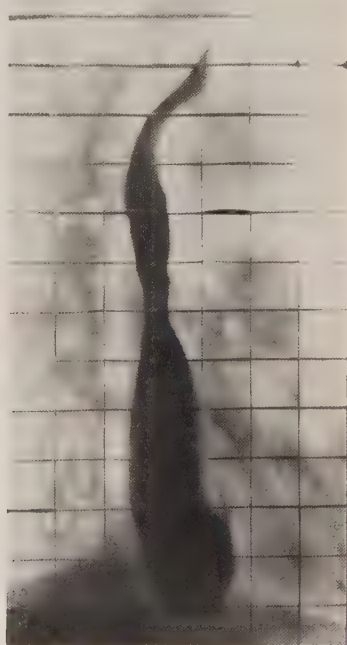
Derselbe Fall nach Röntgenbestrahlung.
